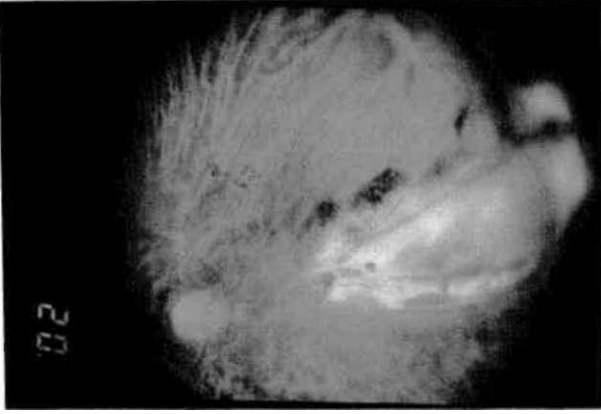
Koroidea rüptürünün akut döneminde flöresein fundus anjiografisi (erken arter-ven safhası): Peripapiller koroidea kanamasının blokajına bağlı hipoflöresans, retina ve büyük koroid damarlarının normal doluşu.
